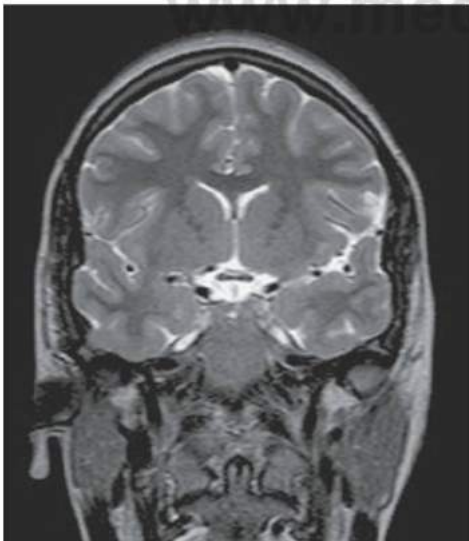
Imágenes de resonancia magnética, ponderadas en T1 (A) y en T2 (B), del encéfalo en plano coronal.
